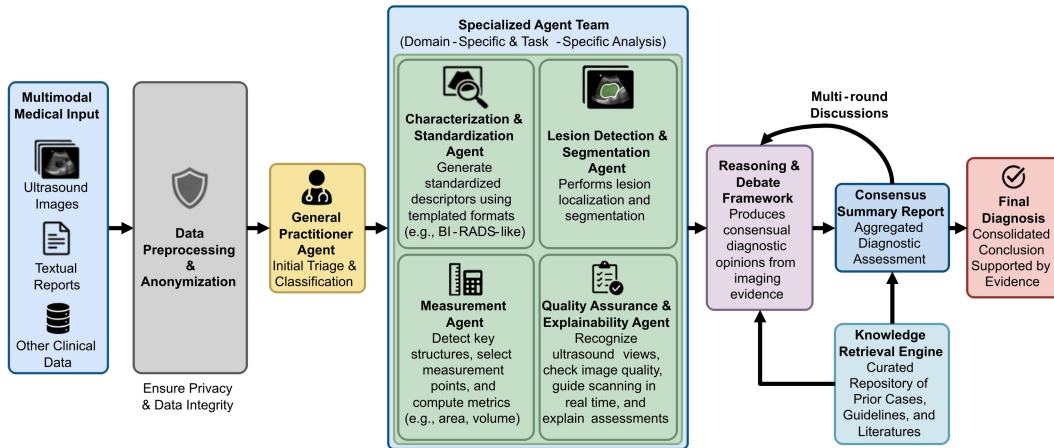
Dolphin 超声多智能体系统架构
